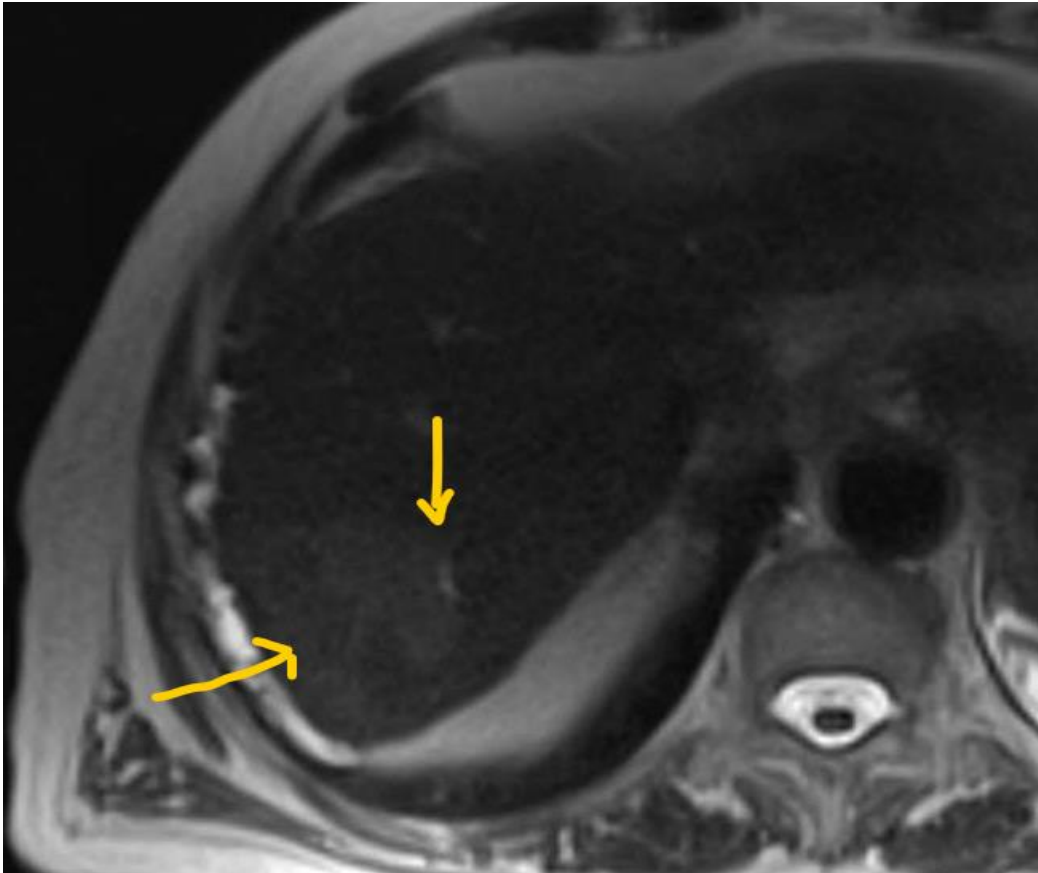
RM axial ponderada en T2 obtenida a los 12 meses durante el seguimiento de una lesión de carcinoma hepatocelular correctamente tratada mediante ablación por radiofrecuencia. Inmediatamente superior a la lesión inicial, adyacente al margen de ablación, se identifica una lesión de contornos irregulares (flechas amarillas), moderadamente hiperintensa en comparación con el parénquima hepático.
